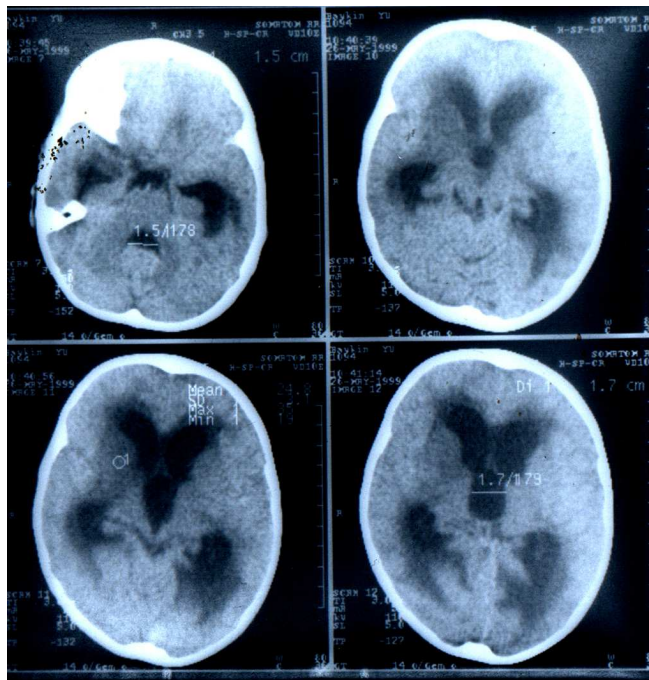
а) Компьютерная томограмма больного Б., до операции. Определяются выраженные признаки прогрессирующей окклюзионной гидроцефалии (компрессия субарахноидальных пространств, грубый перивентрикулярный отек, выраженная вендрикуломегалия).
